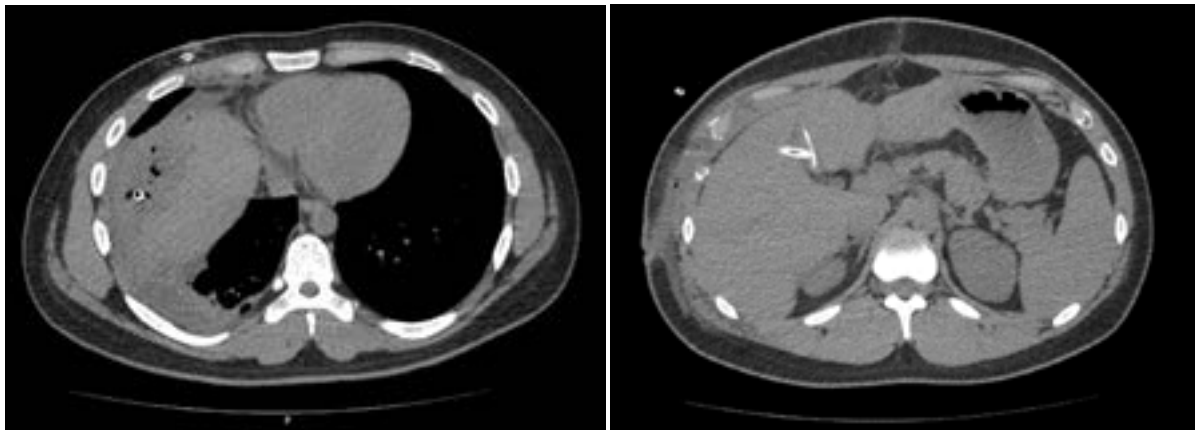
CT on the 18th day after injury.
